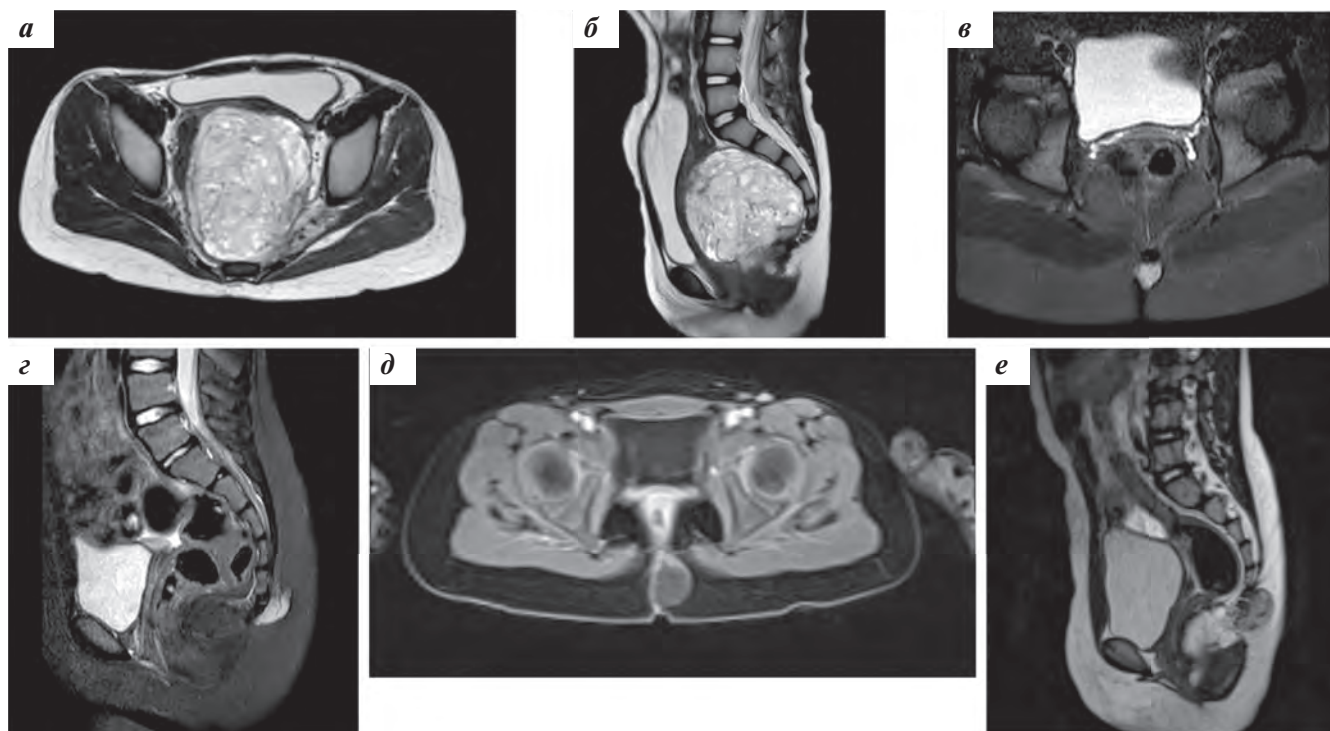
МРТ пациенток с экстракраниальными МПЭ: а, б — случай № 2 (T2-взвешенное изображение): аксиальная (а) и сагиттальная (б) проекции, опухоль заполняет полость малого таза, компримирует прямую кишку, тесно прилегает к копчику без вовлечения костных структур и интраспинального распространения; в, г — случай № 3 — T2-взвешенное изображение: аксиальная проекция (в), T1-взвешенное изображение с контрастным усилением, сагиттальная проекция (г), небольшое гиперинтенсивное подкожное образование копчиковой области, без интраспинального распространения; д, е — случай № 5 (T2-взвешенное изображение): аксиальная (д) и сагиттальная (е) проекции, образование в межъягодичной складке, прилежащее к копчику, без признаков интраспинального распространения
